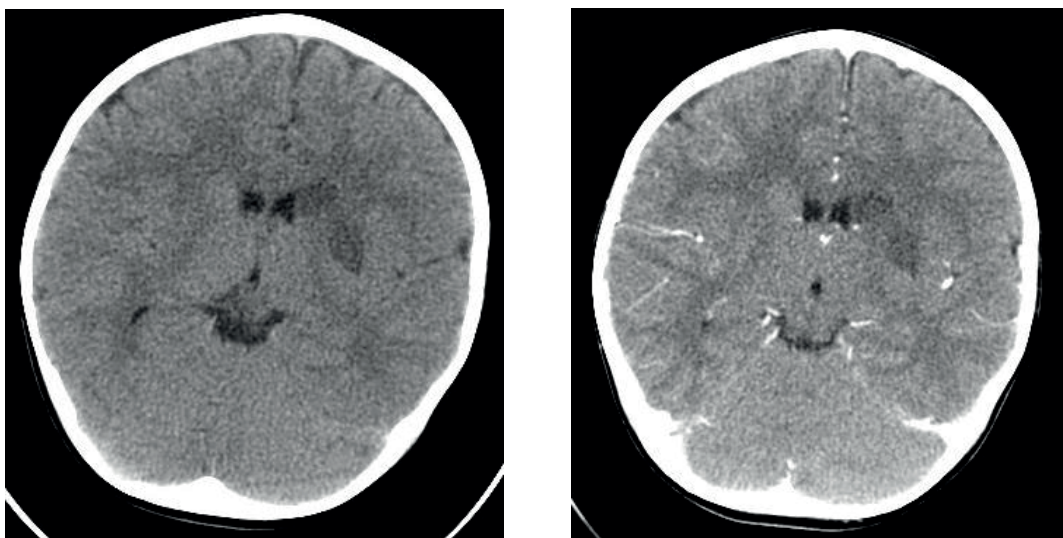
Dziewczynka 8 lat. Wyjściowe badanie TK: nie stwierdzono nieprawidłowości
